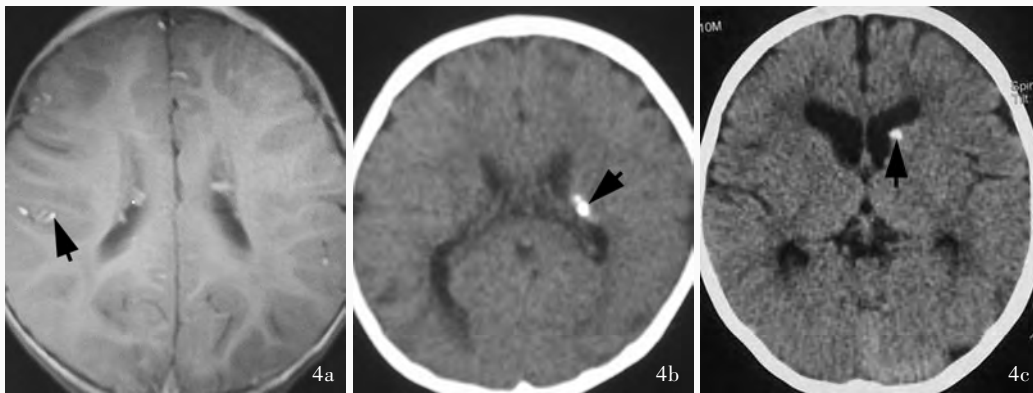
三家系患儿神经影像学检查所见 4a 头部MRI(T₁WI)扫描显示侧脑室体部室管膜下结节性高信号(箭头所示) 4b 头部CT扫描显示侧脑室体部室管膜下高密度信号影(箭头所示) 4c 头部CT扫描显示侧脑室前角室管膜下高密度信号影(箭头所示)
